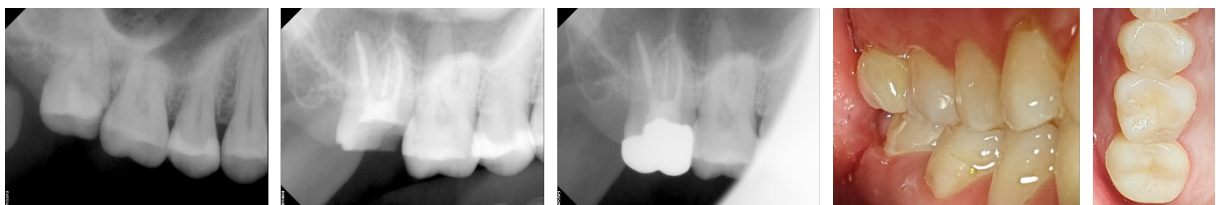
술 전 방사선사진, 엔도크라운 preparation 후 방사선사진, 지르코니아 엔도크라운 수복 후 방사선사진, 수복 후 구내사진 (협측, 교합면측)
